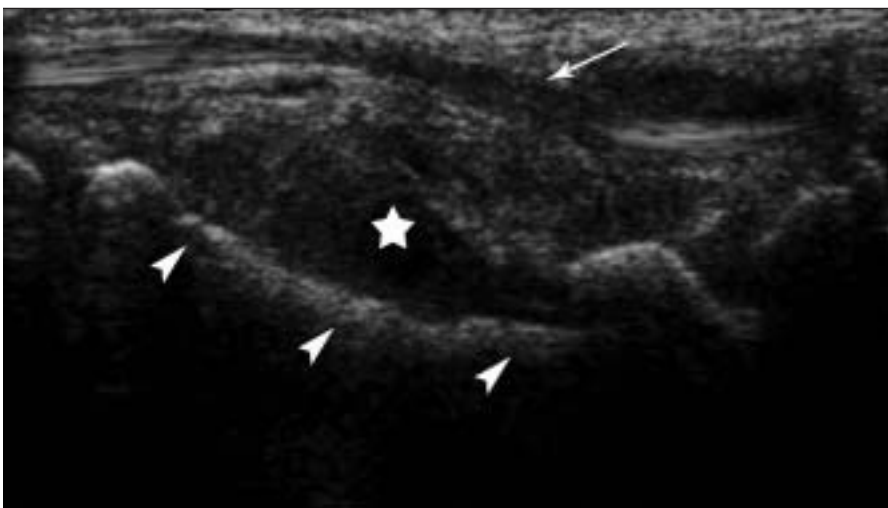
Refoulement tendineux. Échographie du scaphoïde. Hématome ayant un aspect hypoéchogène hétérogène (étoile) en regard de la corticale du scaphoïde (têtes de flèche) refoulant le tendon du muscle fléchisseur du pouce (flèche).
